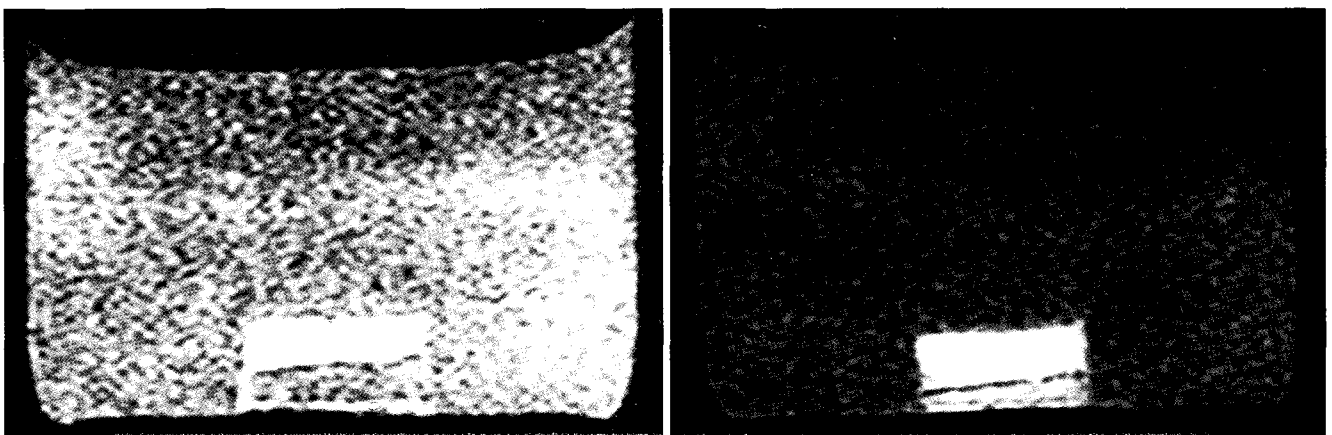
T1-weighted images of cartilage after 5 hr-culture. The high signal intensity of the cartilage in trypsin only culture (A) was noted as more bright intensity in trypsin-Gd (DTPA)²⁻ culture (B).
